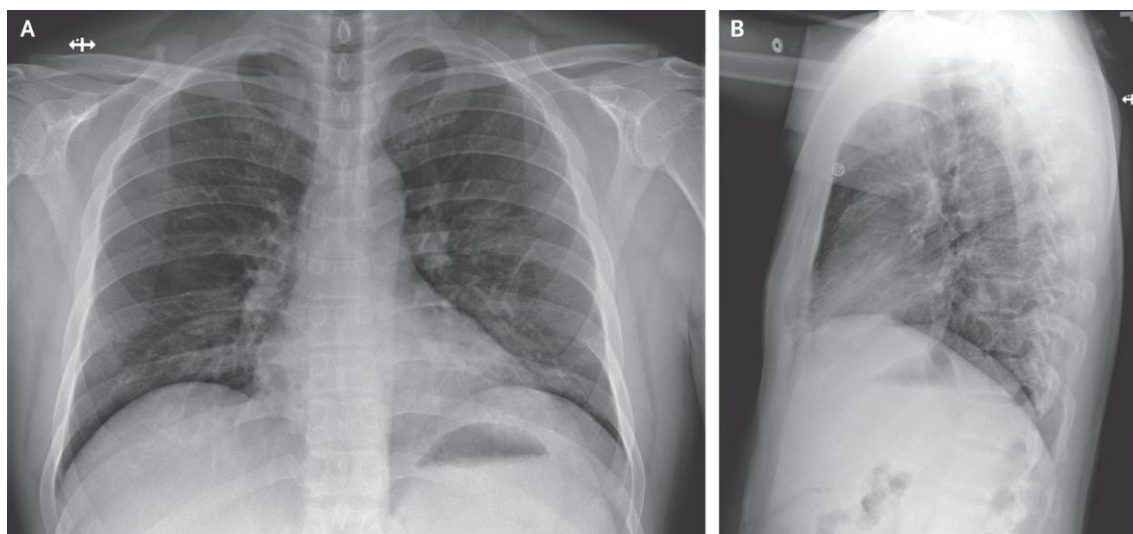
Anteroposterior and Lateral Chest Radiographs, January 26, 2020 (Illness Day 10, Hospital Day 6).
